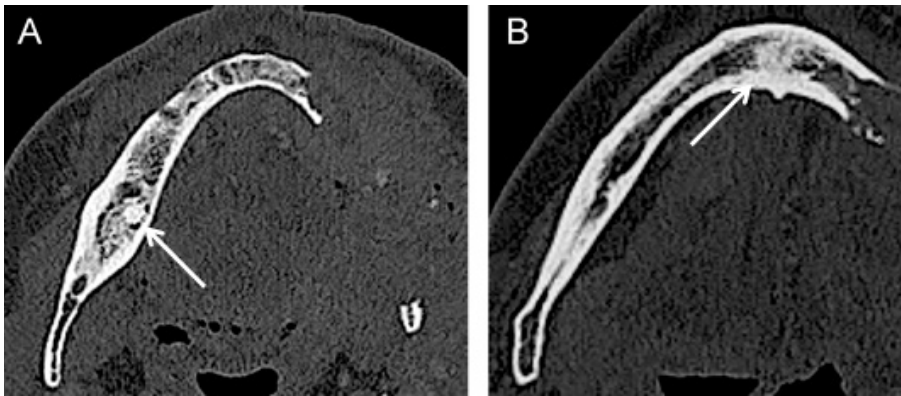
Osteosclerose idiopática. Imagens axiais de TC em janela óssea (A e B) do mesmo doente mostram duas lesões escleróticas de bordos espiculados (setas) uma na vertente direita do corpo mandibular (A) e outra na região paramediana do corpo mandibular (B). Estas lesões não demonstram expansão óssea nem halo lucente perilesional.
